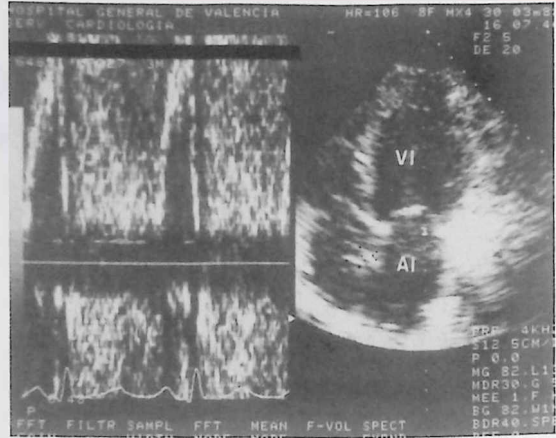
A la izquierda se presenta registro de Doppler pulsado que pone de manifiesto flujo holosistólico. En la parte derecha, plano apical de cuatro cavidades en el que se aprecia la situación del volumen de muestra, 1 cm. por detrás del cierre de las valvas mitrales. AI = aurícula izquierda. VI = ventrículo izquierdo.
